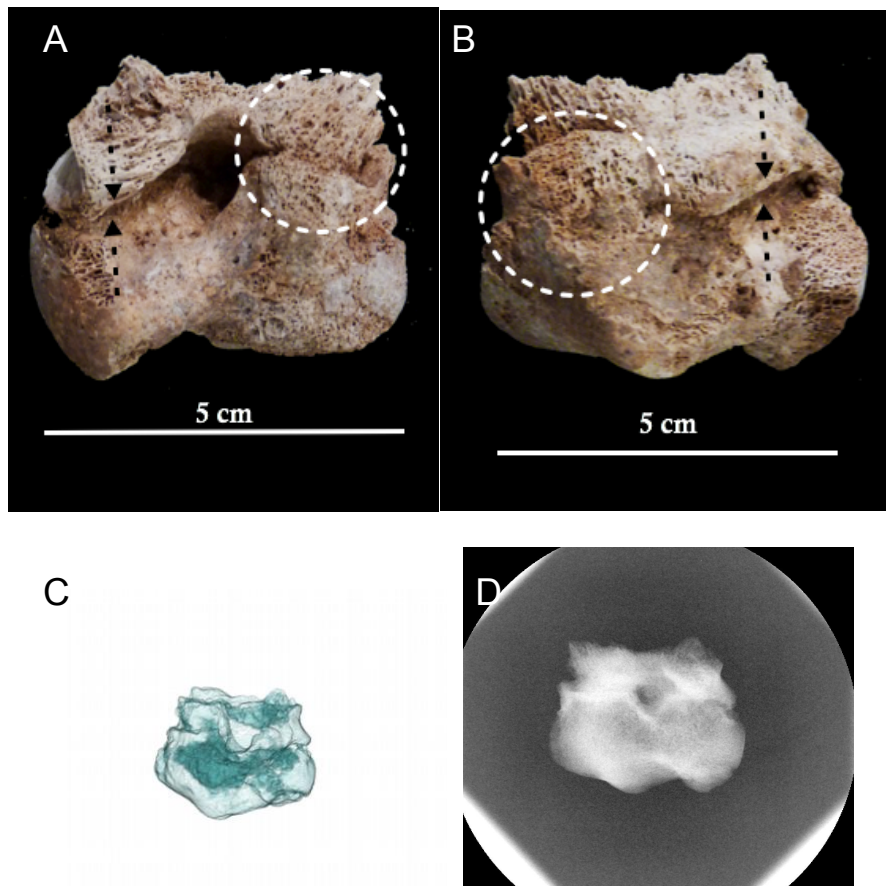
A y B: Imagen anterior y posterior de la articulación tibio-astragalina perteneciente al individuo T-080. C: TAC. D: Imagen radiológica.
